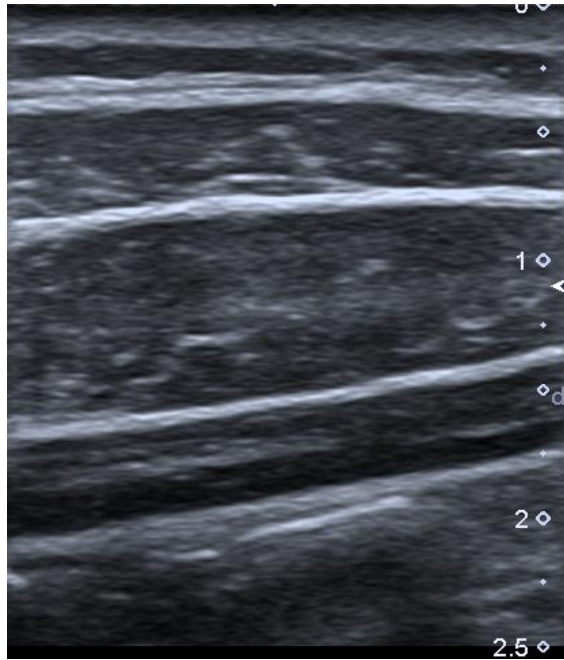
Ecografía de pared abdominal en espiración forzada.
